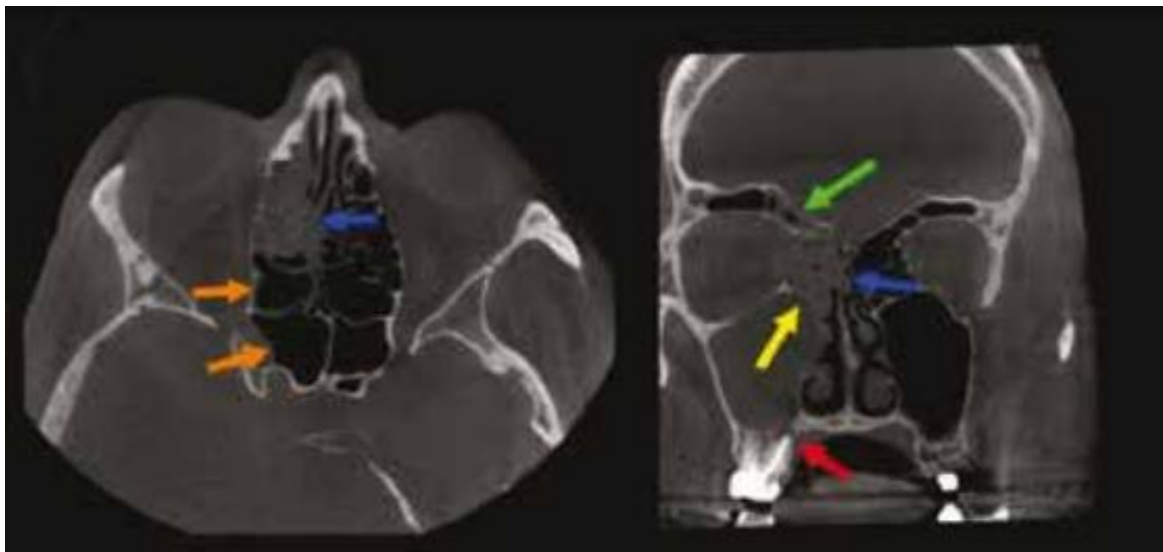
Images de CB-CT mettant en évidence une pansinusite chronique antérieure unilatérale associée à un granulome palatin de la 16 qui est la première molaire supérieure droite (flèche rouge). On voit une extension de la sinusite maxillaire obstructive (flèche jaune) aux cavités sinusiennes ethmoïdales (flèches bleues) et frontale (flèches vertes) homolatérales et respect des cellules sphénoïdales et ethmoïdales postérieures (flèches orange). [59]
